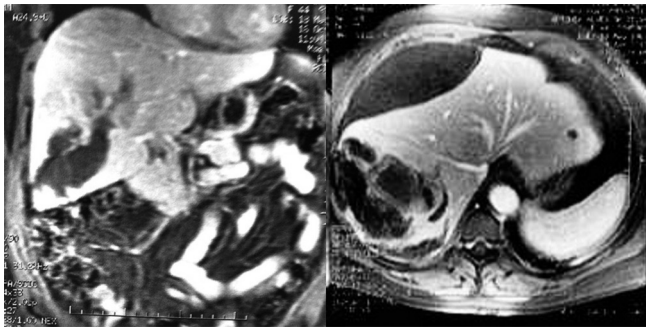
Ressonância mostrando adenoma e volumoso hematoma subcapsular
